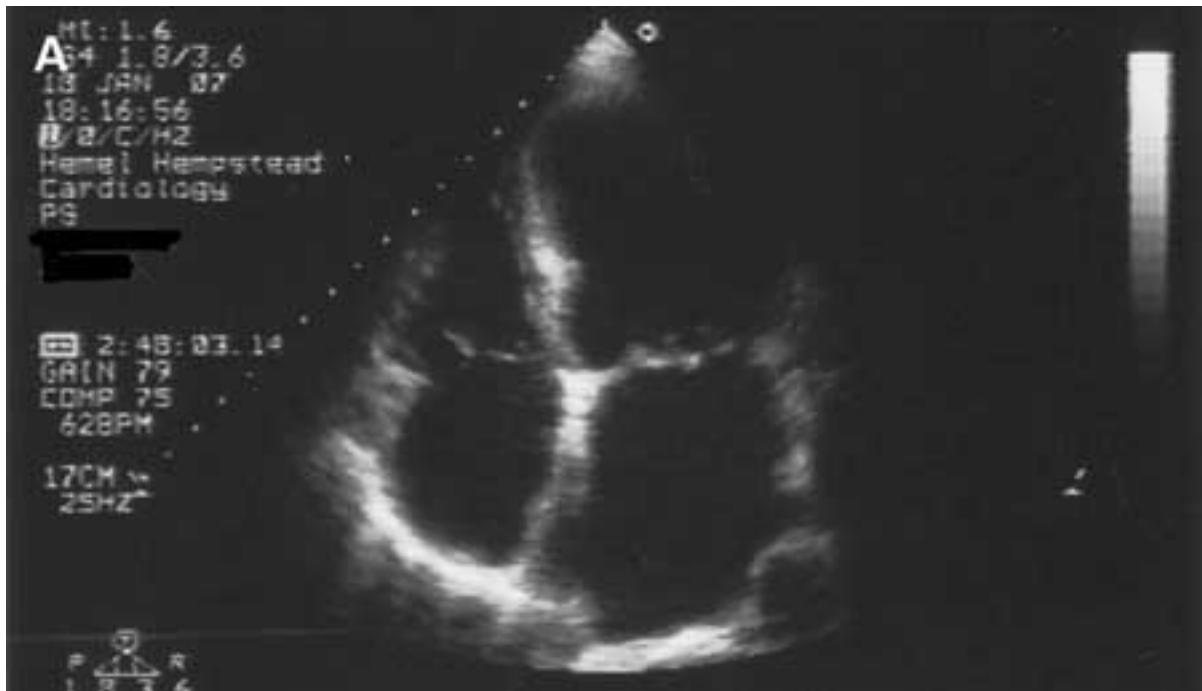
Cardiomiopatia dilatada: ecocardiografia
